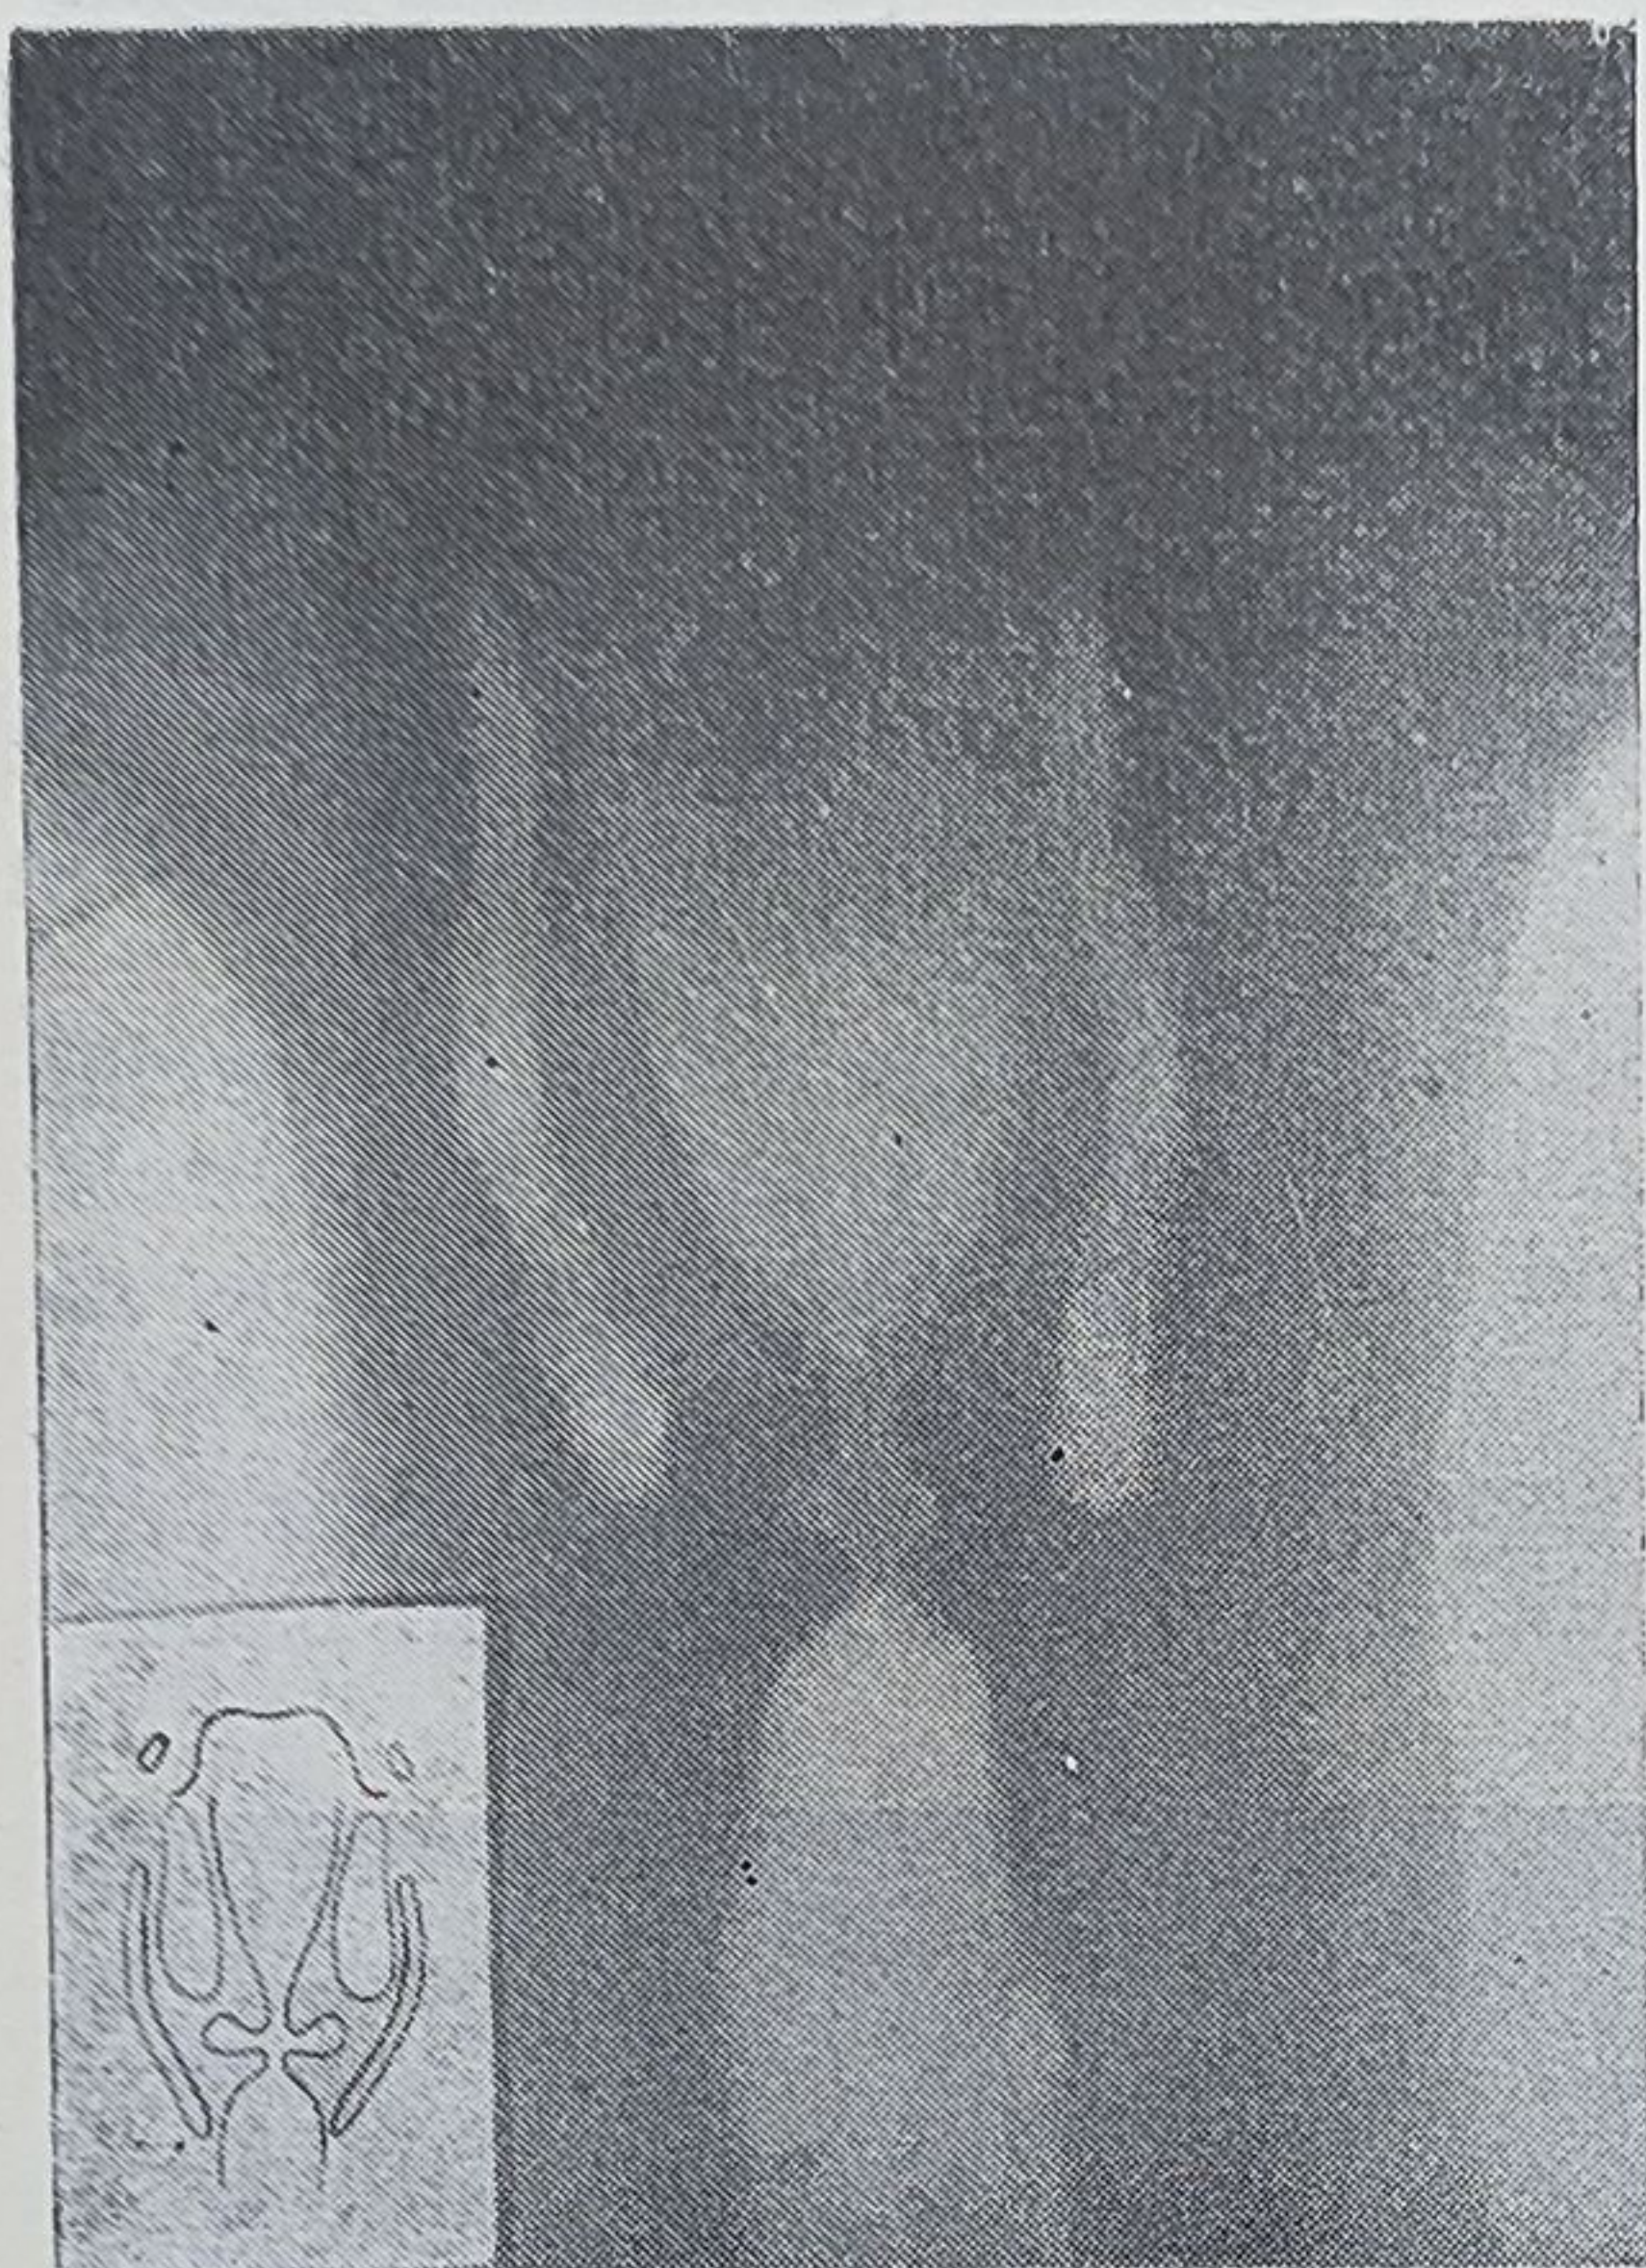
Tomografia laringelui normal.
